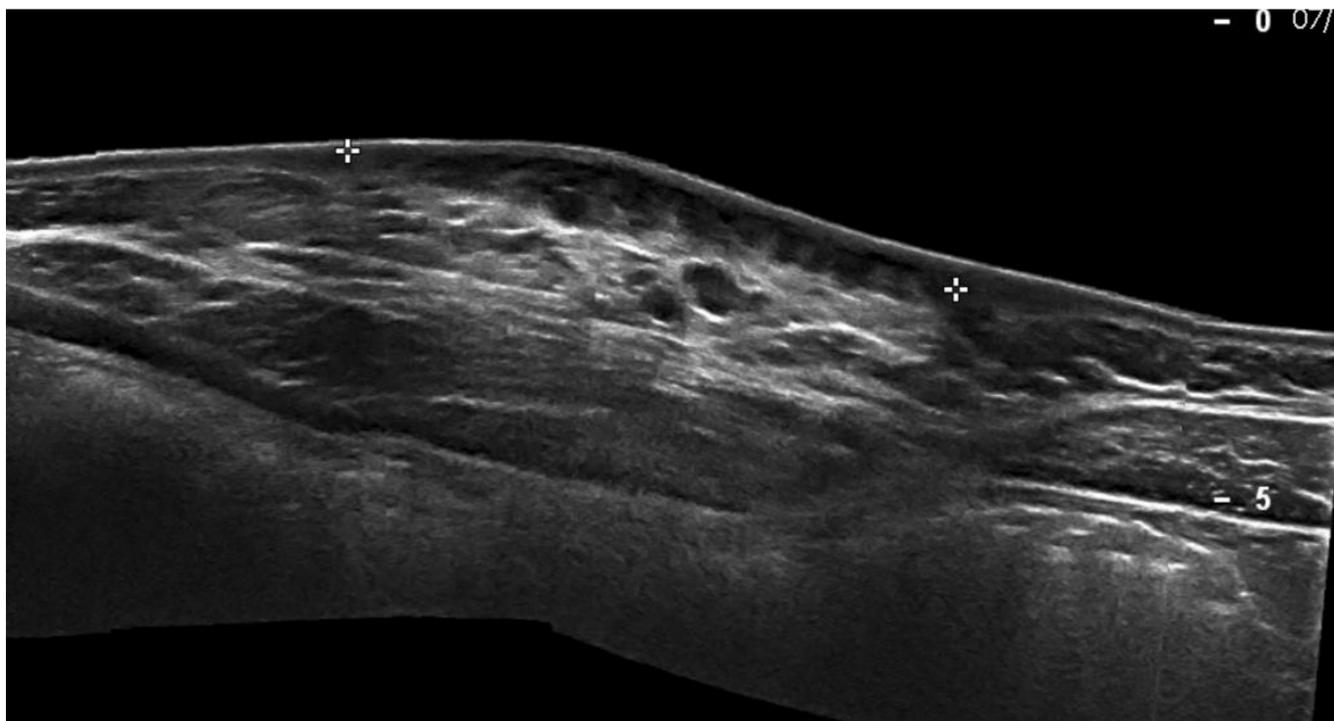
Ecografía: Neurofibroma difuso del tejido celular subcutáneo en pared abdominal.
